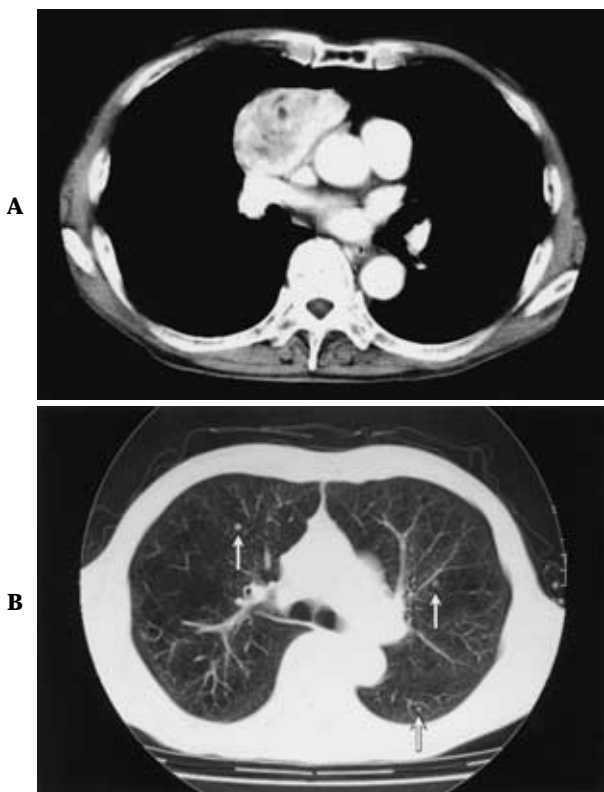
A. Chest CT scan shows an anterior mediastinal tumor. There is no evidence of direct invasion into surrounding organs or tissues. B. CT scan also shows many tiny nodules in bilateral lung fields, suspicious of multiple lung metastases.
